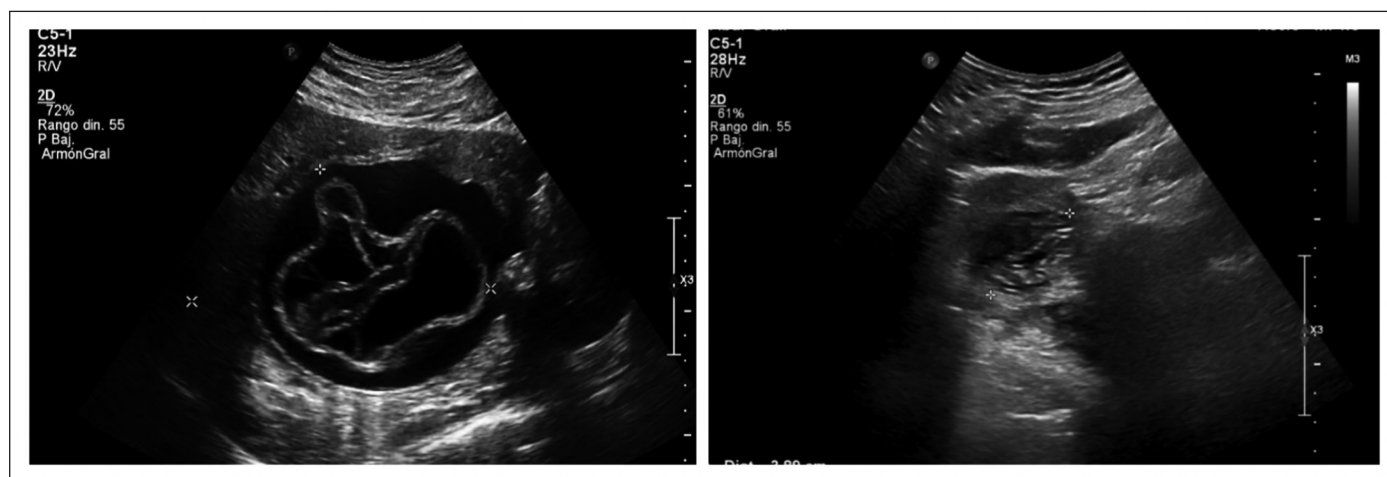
Ecotomografía abdominal preoperatoria (izquierda) que evidencia quiste complejo compatible con estadio evolutivo OMS CE3a. A la derecha, control postoperatorio tras técnica PAIR que muestra involución a quiste heterogéneo predominantemente sólido, compatible con estadio inactivo OMS CE4.
